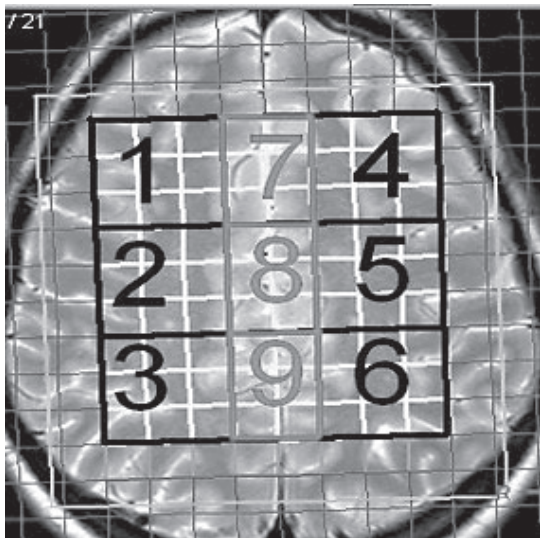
Анатомическое расположение областей интереса для оценки данных МРС. Для обеспечения наилучшего совпадения анатомической локализации данных, полученных на разных томографах, анализировались отношения метаболитов в областях интереса 2, 5 (белое вещество centrum semiovale) и 8 (серое вещество средней части поясной коры) [33, 34]
